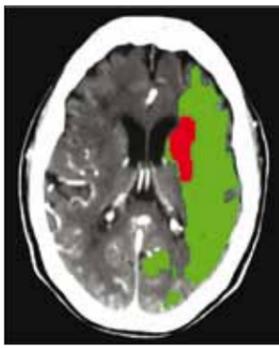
Perusions-CT zeigt deutliches Mismatch
